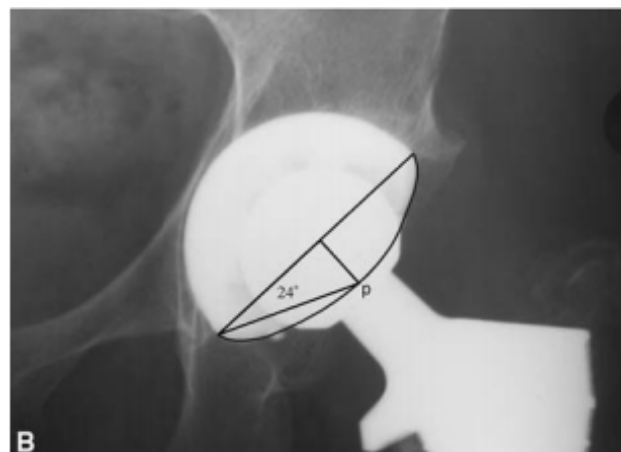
radiographie postopératoire: Mesure de l'angle d'antéversion selon Dorr et Wan [27]
